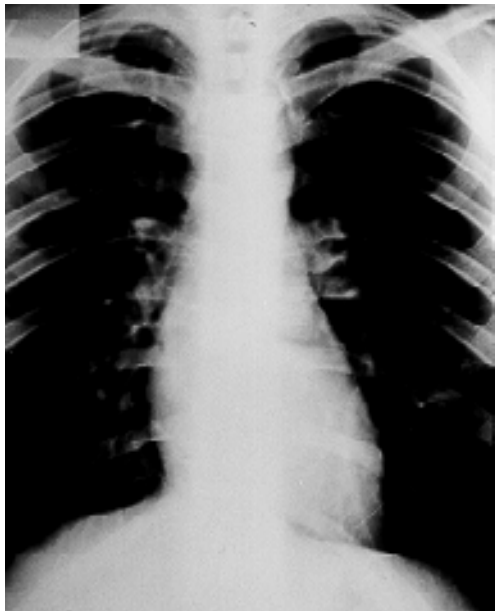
Caso 5: Radiografía de tórax en la que se observa una cavidad de paredes delgadas en el lóbulo superior izquierdo.
